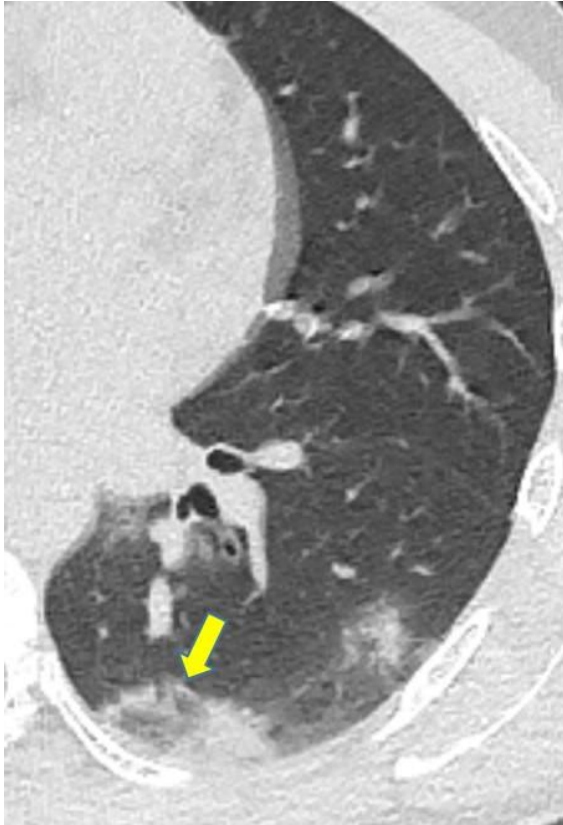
70 yařında COVID-19 tanılı erkek hasta. BT grntde sol akciđer st lobta iinde bronřiyal dilatasyon izlenen buzlu cam alanı mevcut (sarı ok).
